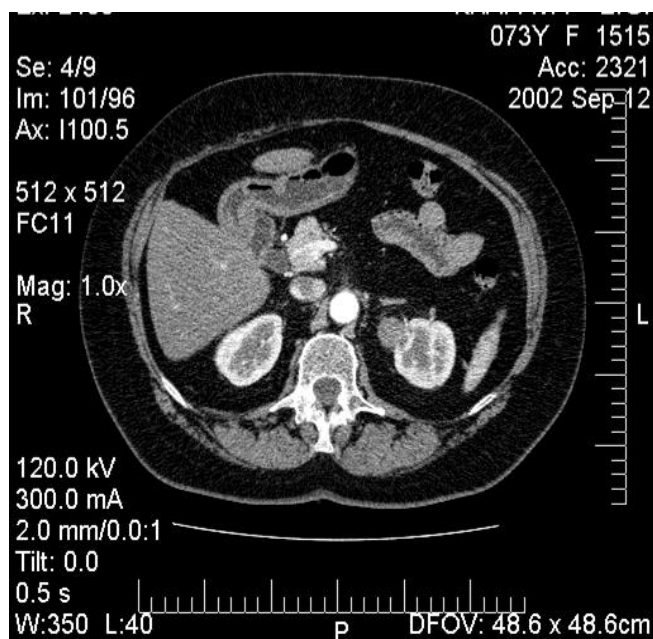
МСК - томограмма. Артериальная фаза контрастирования. Четкая дифференциация кортикального и медуллярного слоев почек.
